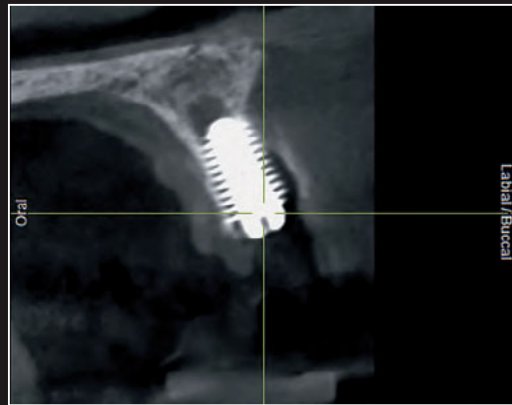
Postoperatives Röntgenbild, Detailansicht Bohrstellen und Position des Implantats im OK.
